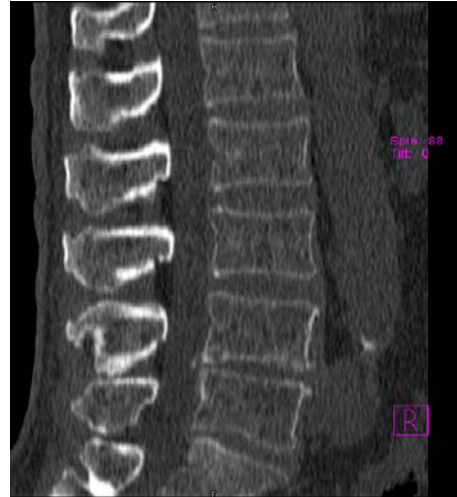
a), b), c) – ЯМР (MRI) — диагностика; d) – МКТ – диагностика
